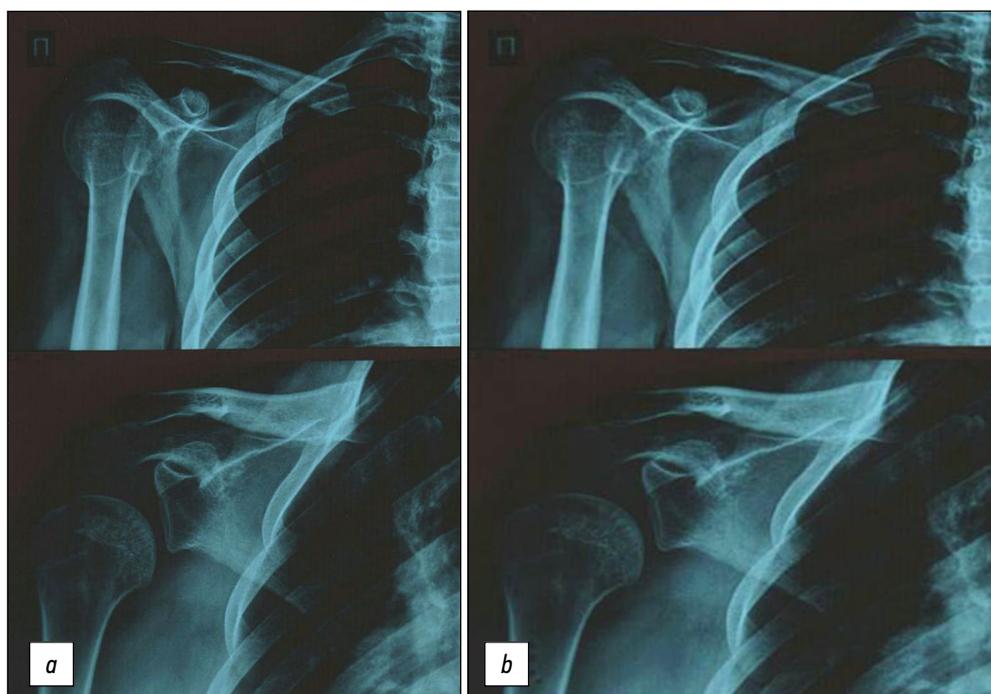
Вид рентгенограмм пациентки с дисплазией плечевого сустава
